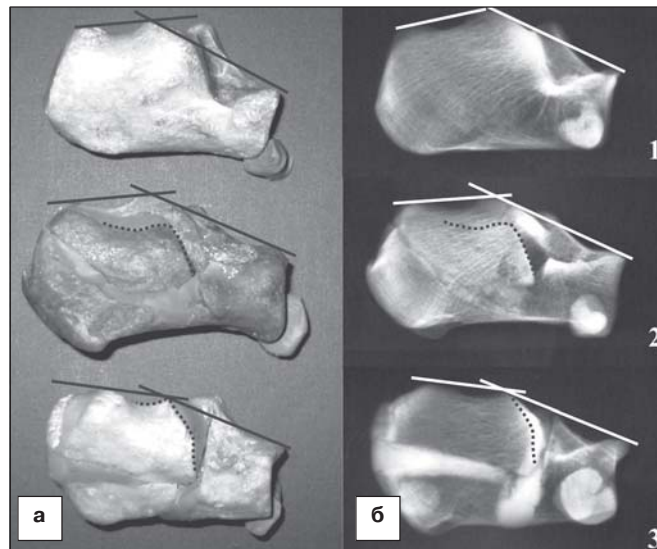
Зміщення латерального суглобового фрагменту ПК та зміни кута Böhler: а – мацеровані препарати п'яткових кісток, б – рентгенограми (1 – цілня ПК, 2 – моделювання перелому тип II з депресією латерального суглобового фрагменту без зміщення по лінії поперечного перелому ПК, 3 – моделювання перелому тип II з депресією латерального суглобового фрагменту із зміщенням по лінії поперечного перелому ПК; пунктирною лінією позначений латеральний суглобовий фрагмент). Відсутність змін кута Böhler при депресії латерального суглобового фрагменту без зміщення по лінії поперечного перелому ПК та зменшення кута Böhler при зміщенні по лінії поперечного перелому ПК.
